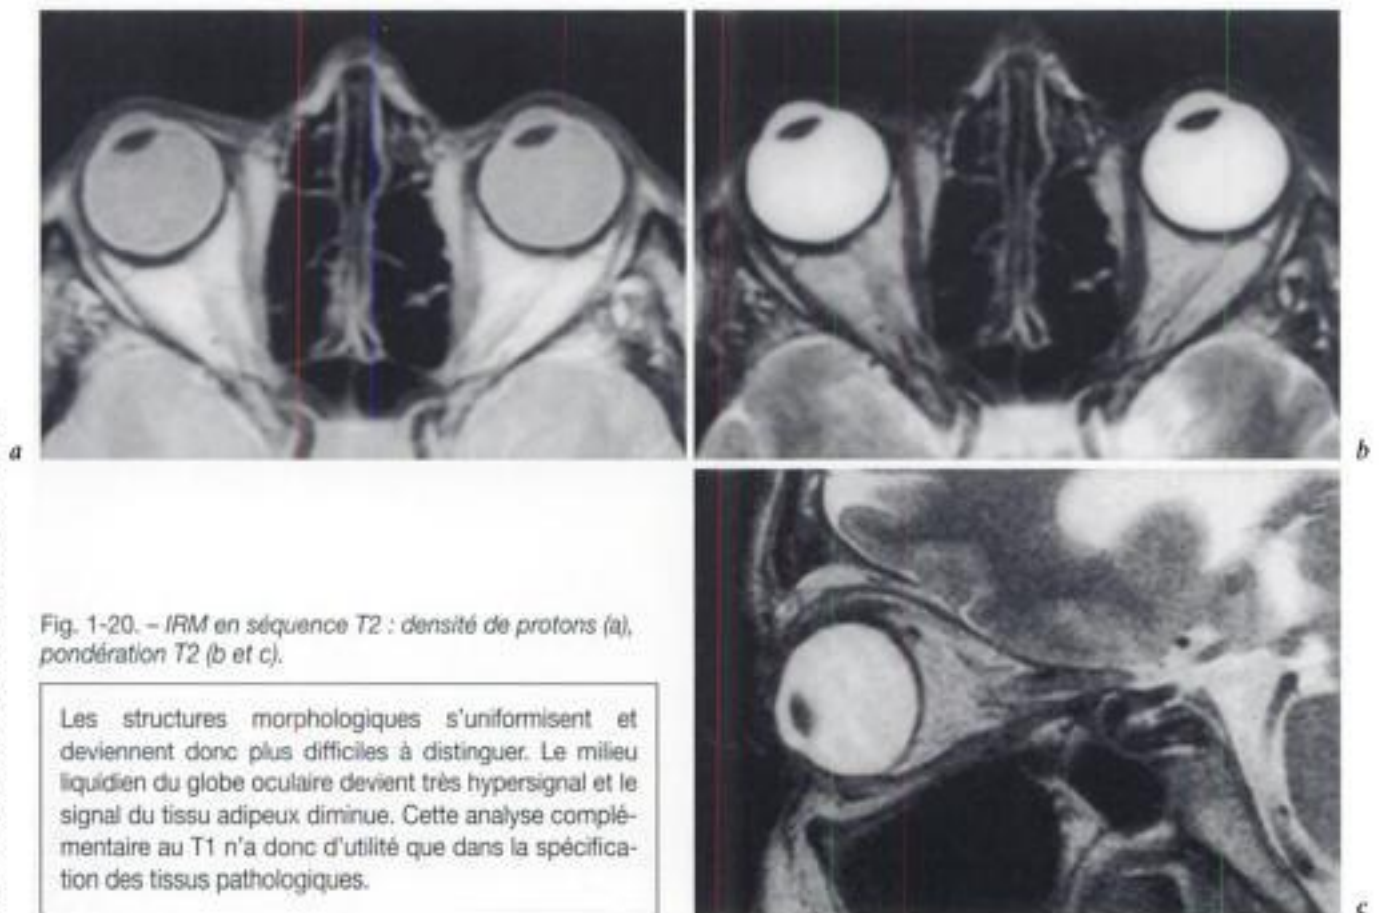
IRM en séquence T2 : densité de protons (a), pondération T2 (b et c).
